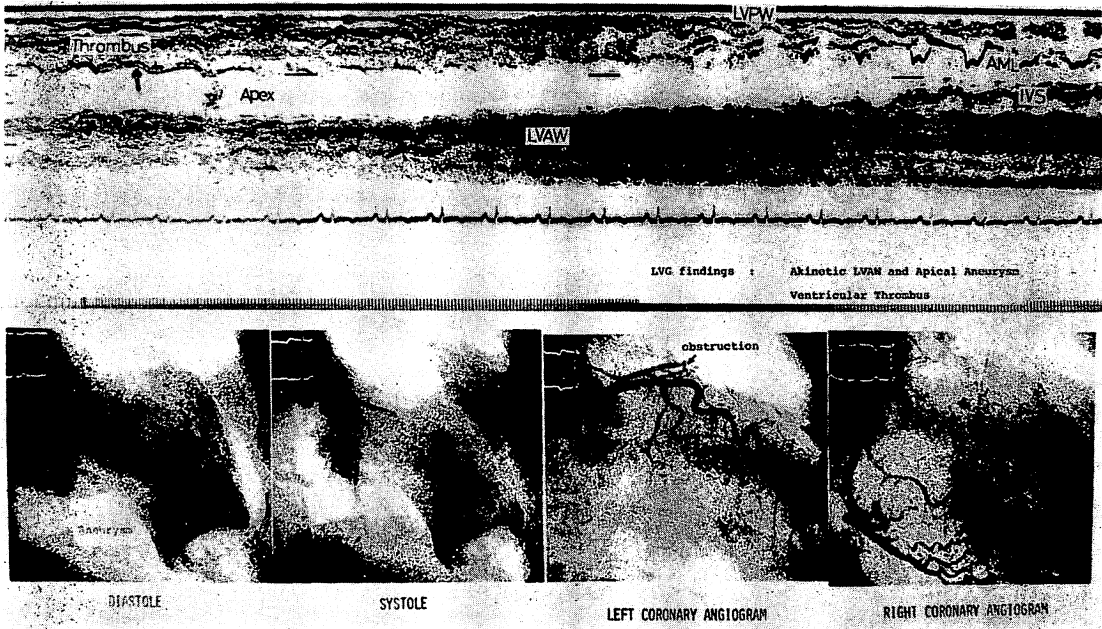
Esophageal echocardiographic scan (upper panel), left ventriculograms and coronary angiograms (lower panel) of the same patient as Figure 5.
